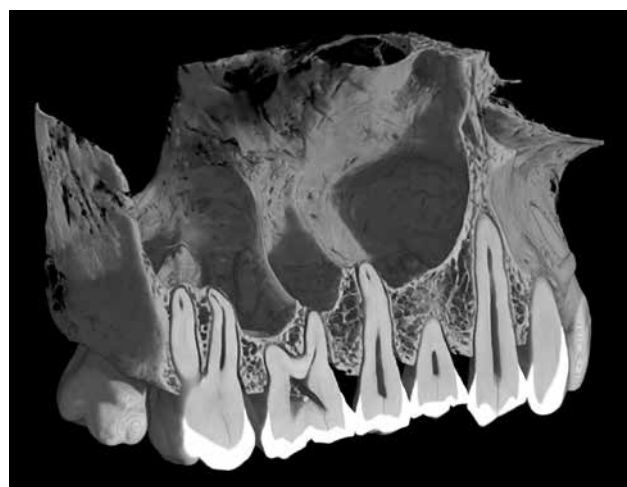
上顎骨を歯列に沿って切断すると（ $\mu$ CTにて撮影後、3次元再構築した像）、上顎洞底部に隔壁が観察される。
